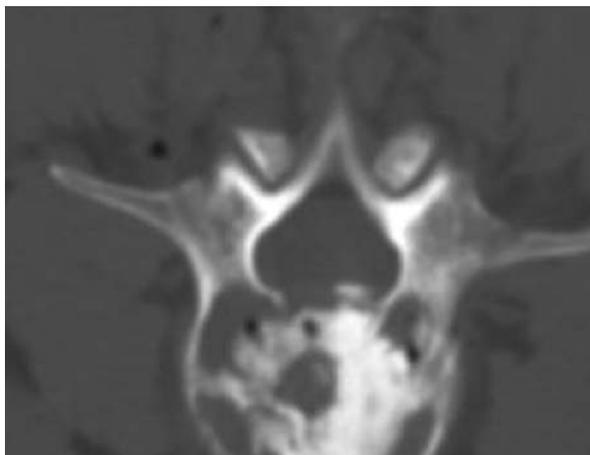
Этап введения костного цемента: через иглы при помощи инъектора производится введение цемента (этап проводится под обязательным рентгенологическим контролем)
